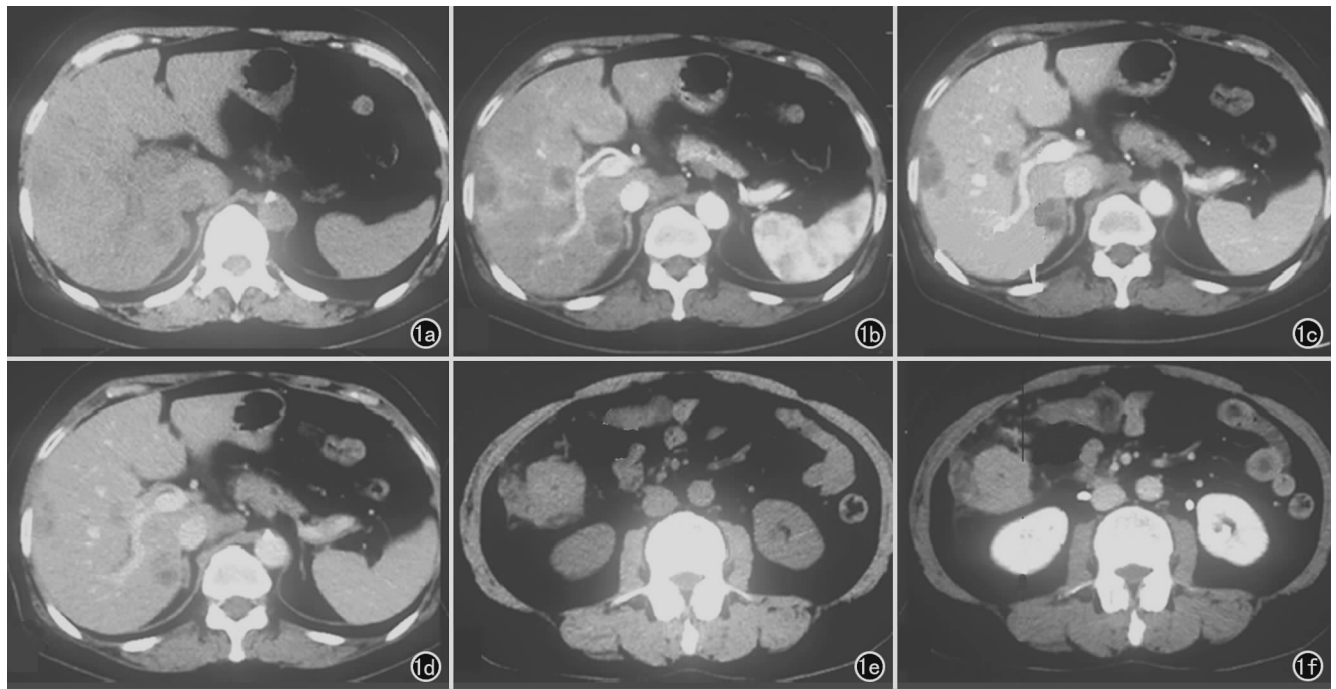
右半结肠癌肝转移瘤患者,右优势明显者不同期相CT检查图像。a)肝右叶优势者CT平扫图像;b)肝右叶优势者CT增强动脉期图像;c)肝右叶优势者CT增强静脉期图像;d)肝右叶优势者CT增强平衡期图像;e)肝右叶优势者CT平扫原发病灶图像;f)肝右叶优势者CT增强平衡期原发病灶图像(箭)。
